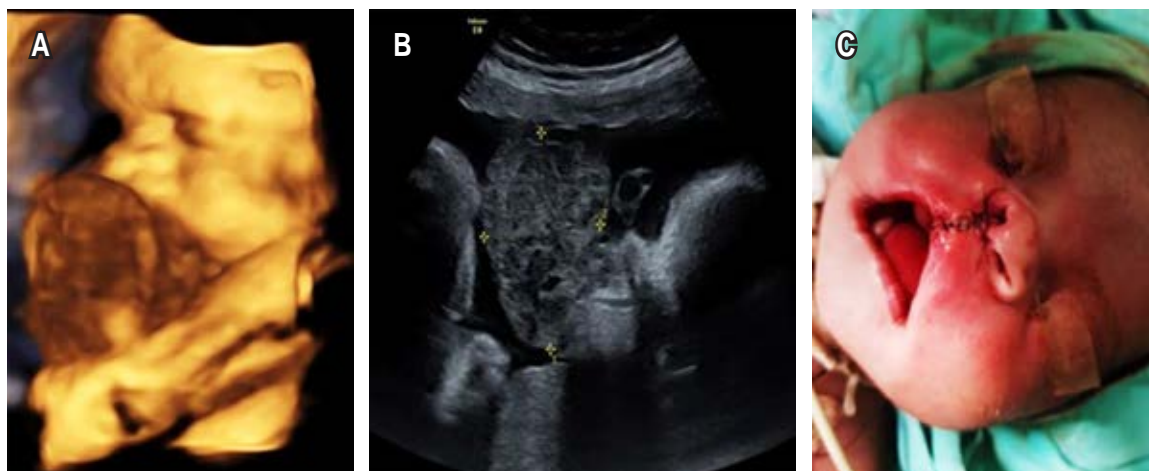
A) Ultrasonografía 3D a las 28 semanas de gestación, se presenta tumoración dependiente de cavidad oral. B) Ultrasonografía realizada a las 28 semanas de gestación, presenta tumor con medidas 6 x 4 x 3 cm. C) Teratoma extirpado.
